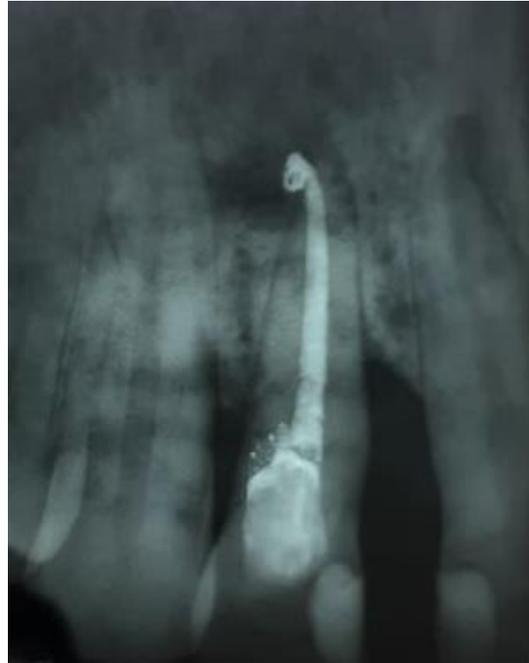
Radiografia após 8 meses
